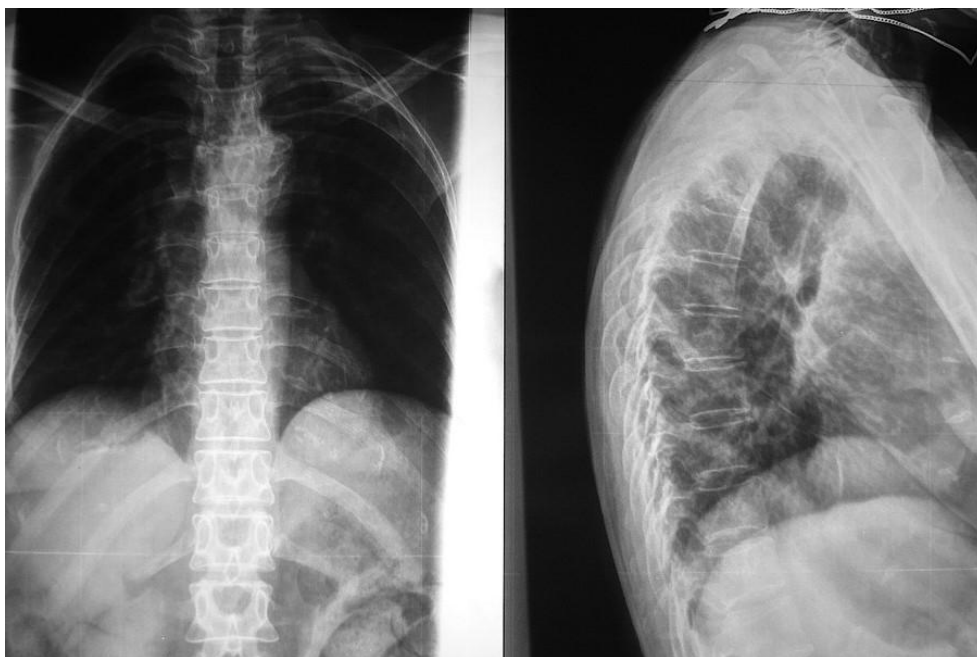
Рентгенограммы в прямой и боковой проекциях пациентки В., 59 лет: компрессионный патологический перелом Th4 позвонка
